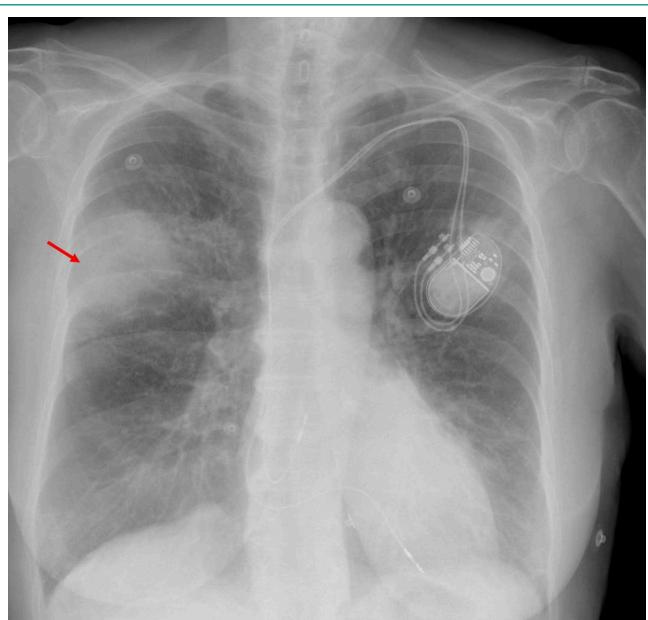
Radiografía de tórax postero-anterior con infiltrado alveolar en el lóbulo superior derecho.
